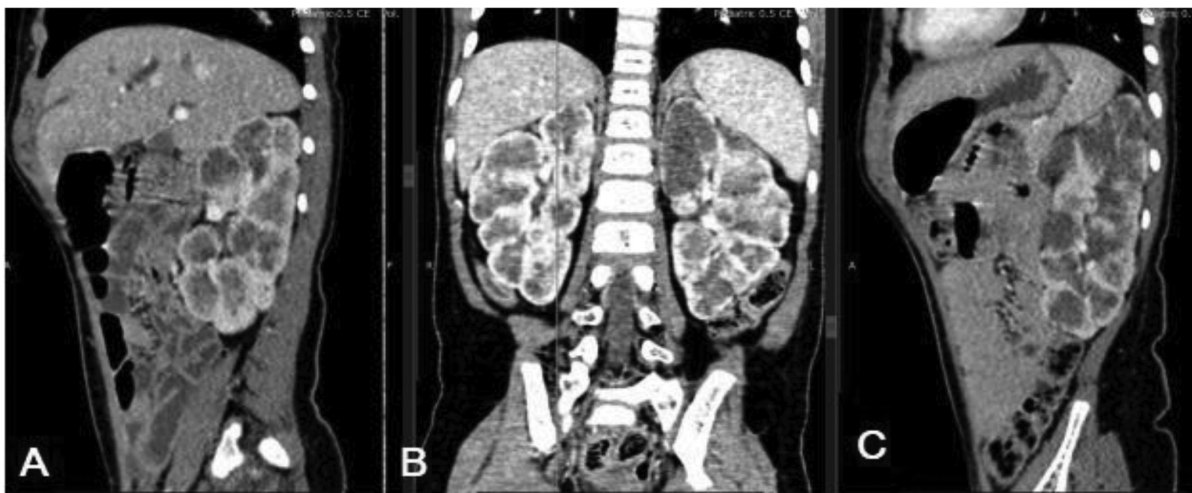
Дівчинка М., 2 роки. Сагітальні (А і С) та коронарний (В) скани КТ. Пізня артеріальна фаза. Асоціація полікістозу нирок та хвороби Каролі
